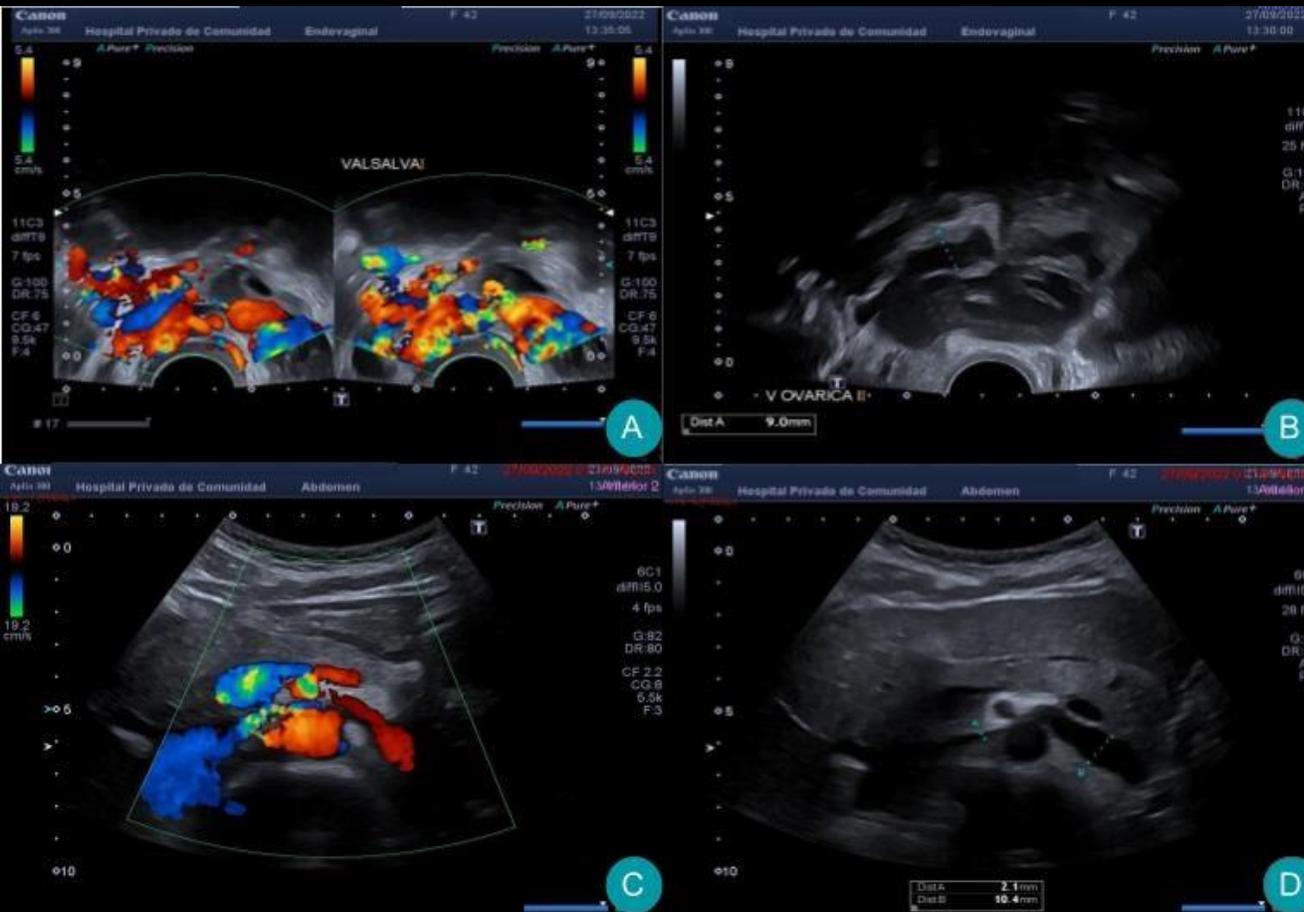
Ecografía endovaginal (A y B) con dilatación de plexos parauterinos (A) y aumento del diámetro de vena ovárica izquierda (B). Doppler abdominal evidencia estenosis de la vena renal izquierda con CR de 4.9 (VR: <2.25) y dilatación a nivel del hilio (> 10 mm) (C Y D).
